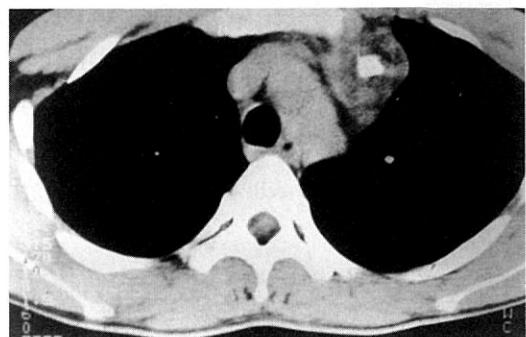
On admission, initial chest CT scan showing $5\times5\text{cm}$ sized mass with internal calcification in anterior mediastinum.
